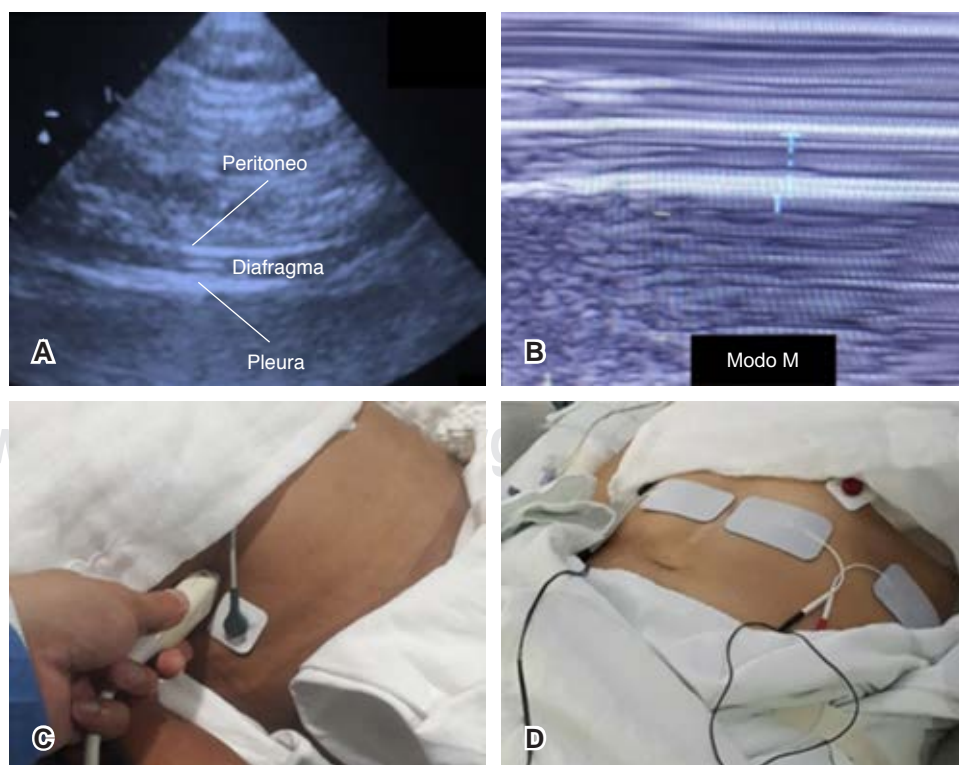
A) Descripción de las estructuras identificadas en la ecografía diafragmática. B) Medición del grosor diafragmático en reposo en modo «M». C) Sitio de colocación del transductor. D) Colocación de electrodos para la TEDT.
